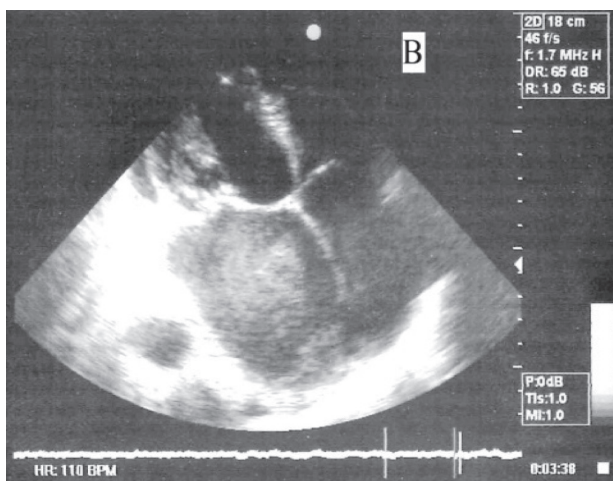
Follow-up Transthoracic Echocardiography examination, after 25 days of hospitalization, revealed resolution of the thrombus at the left atrium with abundant smoke and increased automated contrast.
